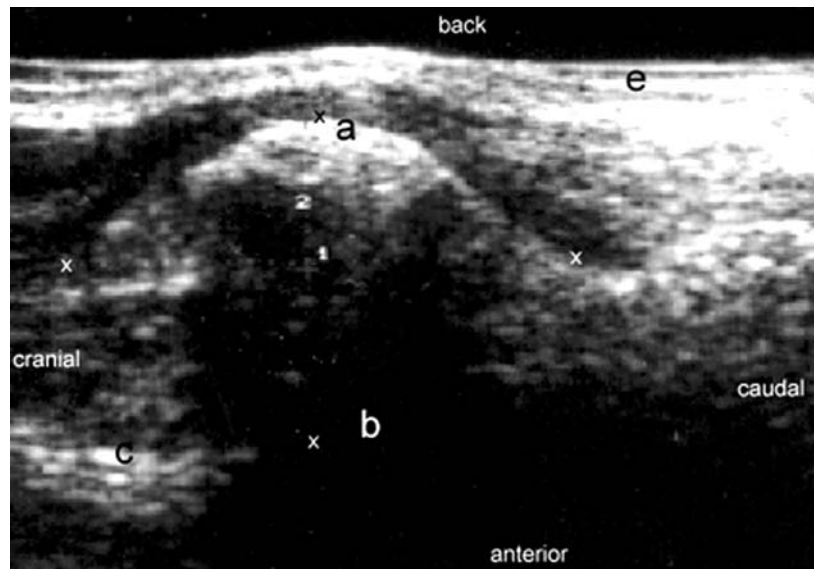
Ecografia del polso in scansione longitudinale e dorsale: 1) misura longitudinale 25.7 mm; 2) misura antero-posteriore 15.9 mm; a) esostosi; b) cono d'ombra acustica; c) radio; d) tendini estensori; e) cute e sottocute; "x" puntatori per misurazioni.
